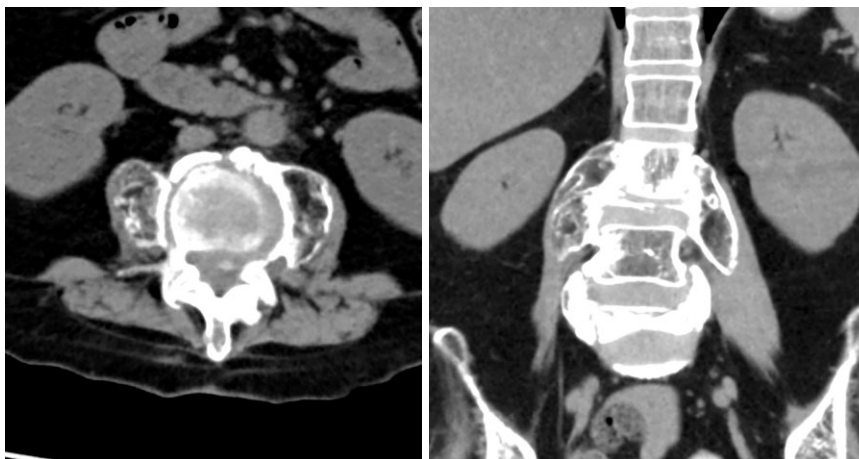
退院から2年後のCT冠状断にて、両側大腰筋の著明な萎縮が見られる。大腰筋内の石化骨形成は明瞭化し、増大している。皮質骨と海綿骨に類似した構造が観察される。第3腰椎の椎体骨折は進行し、新たに第5腰椎の椎体骨折が出現している。
